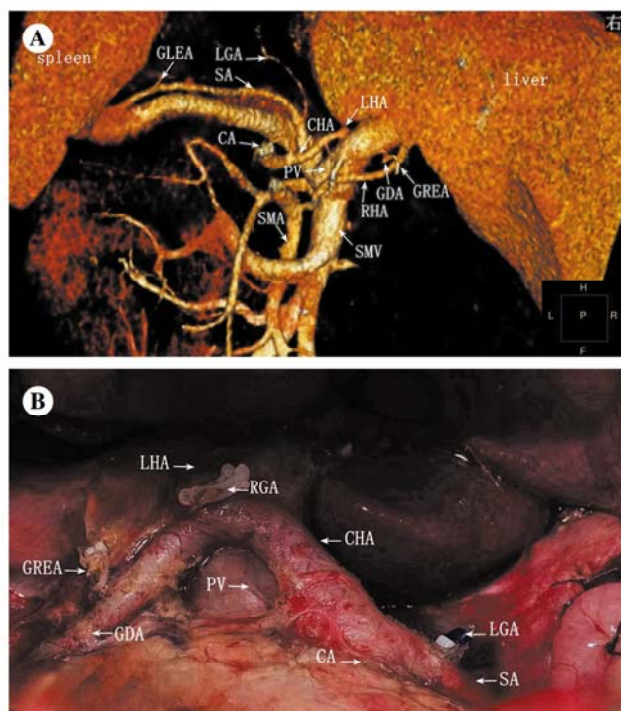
胃周血管的后位 CT 血管造影图与术中所见图
